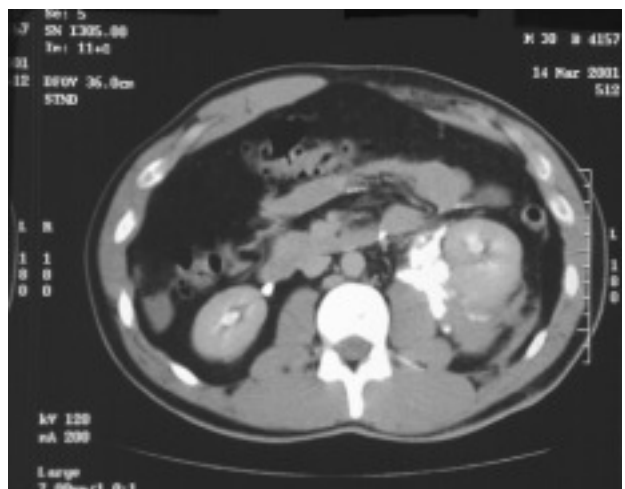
Imagen de CT en el que se aprecia extravasación de contraste por lesión de la vía excretora.
